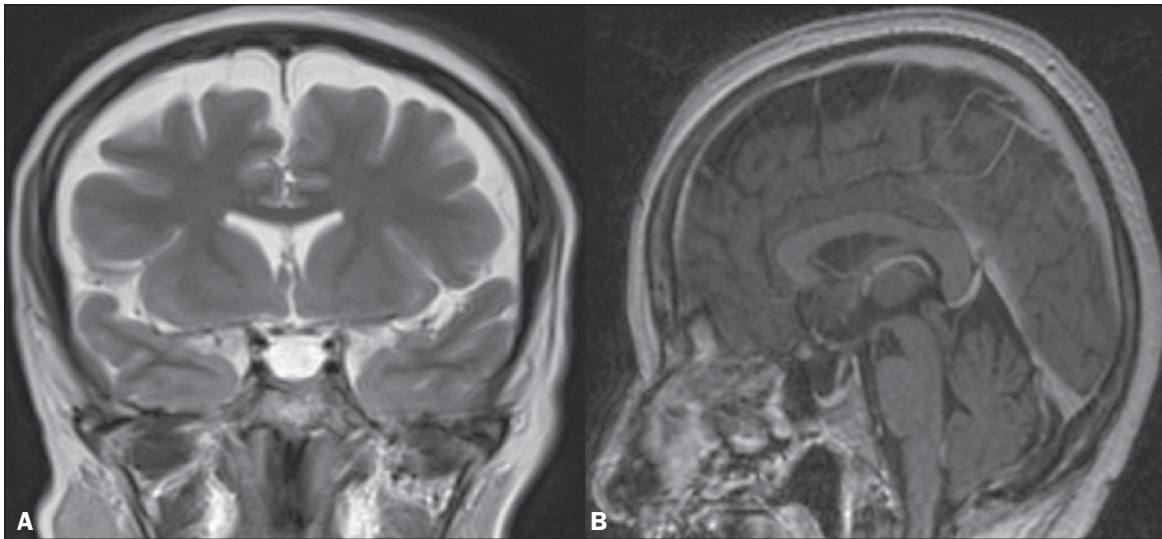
Imagens de RM coronal T2 (A) e sagital T1 após contraste (B) mostram a sela turca parcialmente vazia, com a haste estirada. Há discreta redução nas dimensões do III ventrículo e dos ventrículos laterais.
